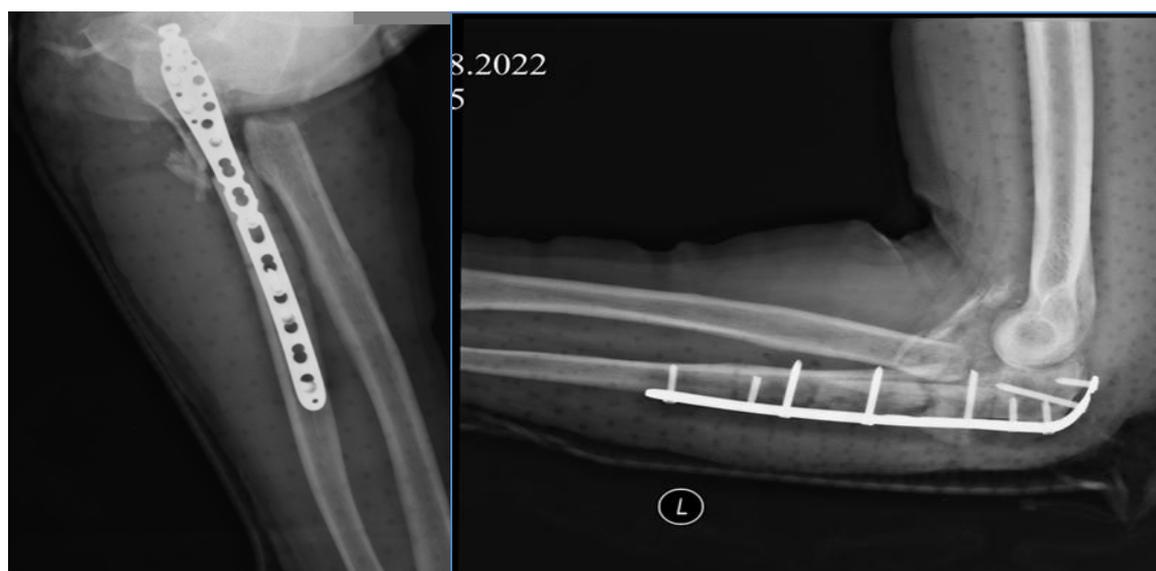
Рентгенограмма левого локтевого сустава пациента Т., после операции (прямая и боковая проекции)
